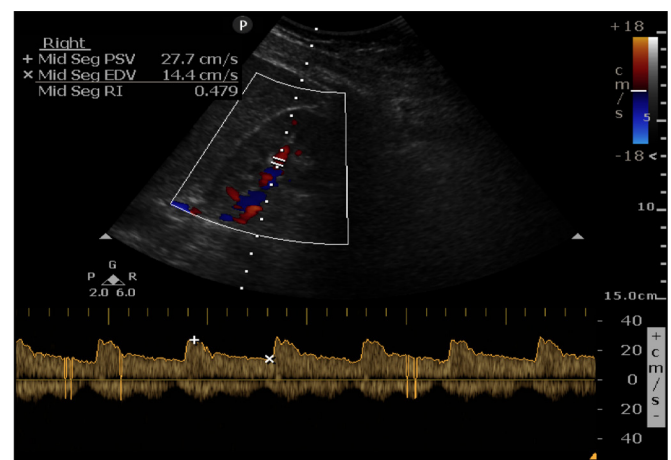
Example of color-flow Doppler imaging of pulsed-wave Doppler obtained by translumbar ultrasonography in the interlobar renal artery
